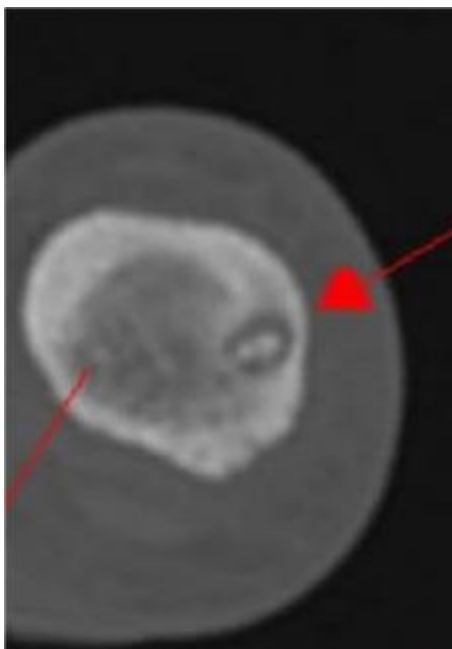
TDM du gros orteil : Épaississement sclérotique de la cortical du bord interne contenant une zone radio transparente mal délimitée. Au sein de cette lacune se trouve un foyer hyperdense (nidus). Service de traumatologie orthopédique pédiatrique CHU Hassan II Fès.
